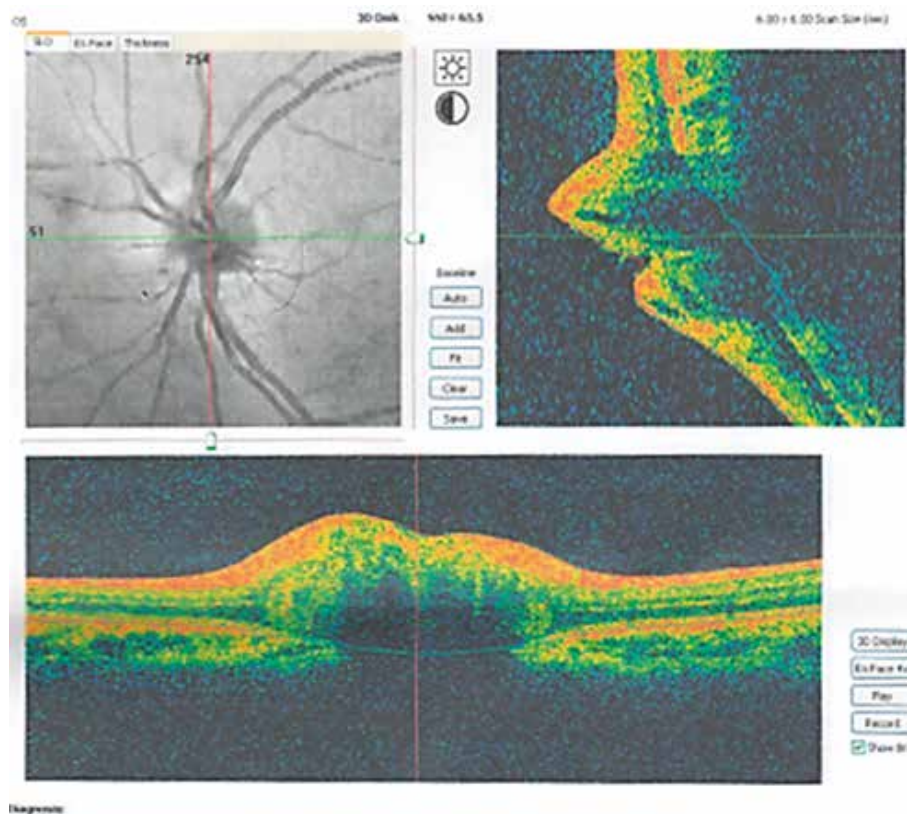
Оптическая когерентная томография. Диск зрительного нерва проминирует в стекловидное тело, ткань сетчатки в области НРП и СНВС утолщена
